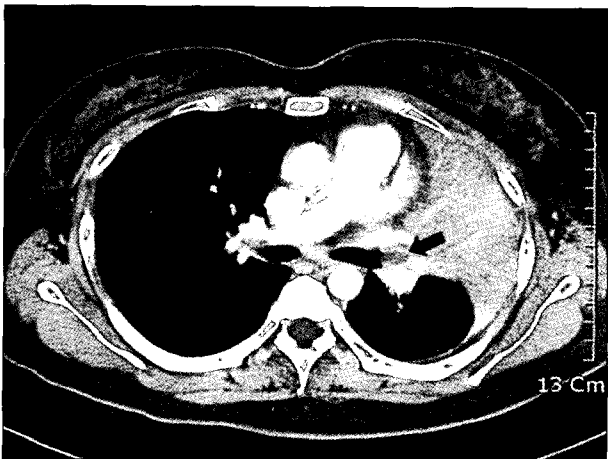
Computed tomographic chest scan reveals an endobronchial tumor (arrow) and atelectasis of the left upper lobe.
